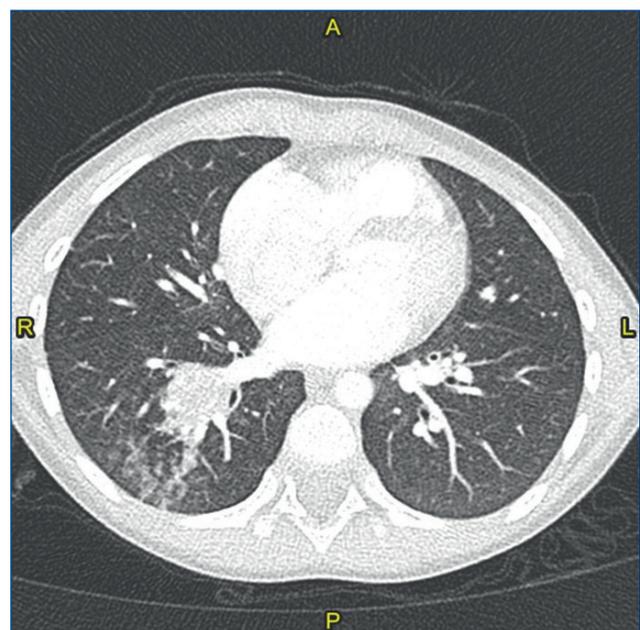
TAC torace. Sezione assiale. Addensamento parenchimale nel lobo inferiore destro con adiacenti areole a vetro smerigliato.
